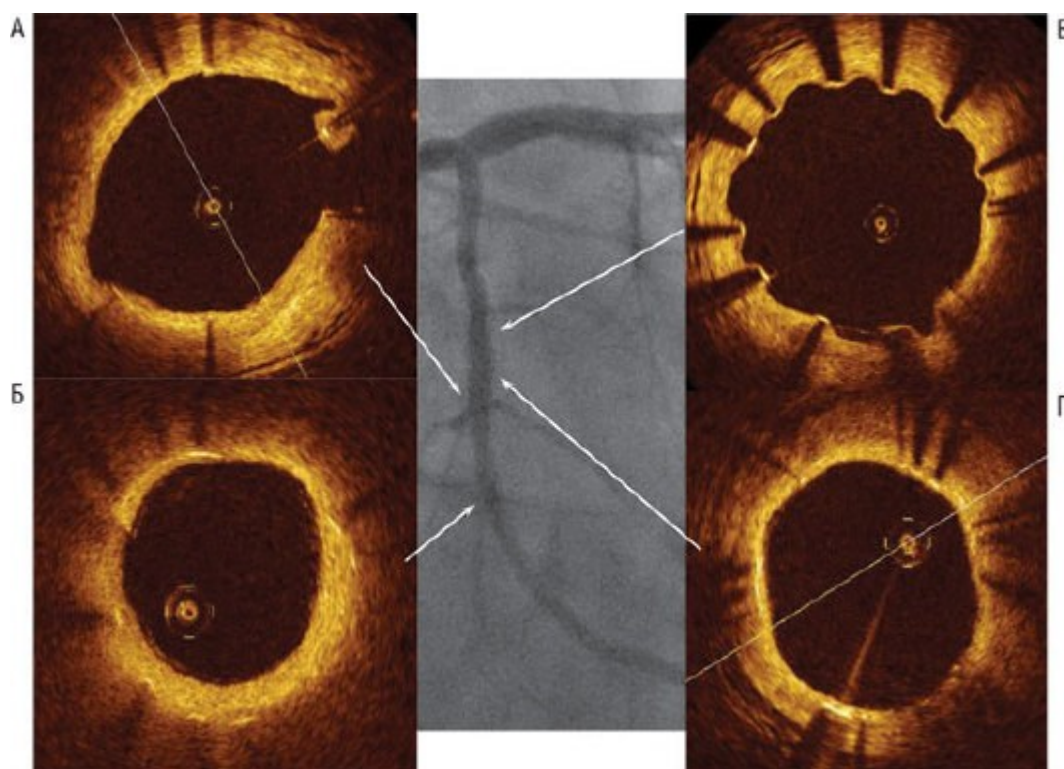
8-месячный результат имплантации стента Cypher® длиной 33 мм в небольшую огибающую артерию, по данным ангиографии и оптической когерентной томографии. Ангиографическое изображение демонстрирует хороший результат на протяжении всего стентированного сегмента. Оптическая когерентная томография показывает чередование срезов с умеренной гиперплазией (Б), с минимальным покрытием интимой (Г) и с большей частью непокрытыми и частично выступающими элементами стента (В). На срезе А элемент стента, расположенный в устье боковой ветви, покрыт избыточным слоем интимы (в проекции 2 часов условного циферблата).
